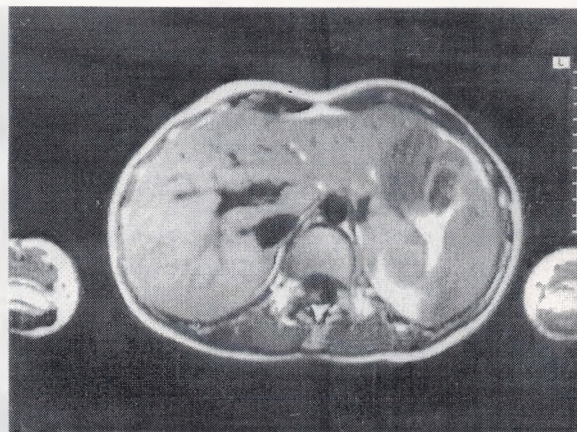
Магнитно-резонансная томограмма больной с подозрением на опухоль левого надпочечника.
